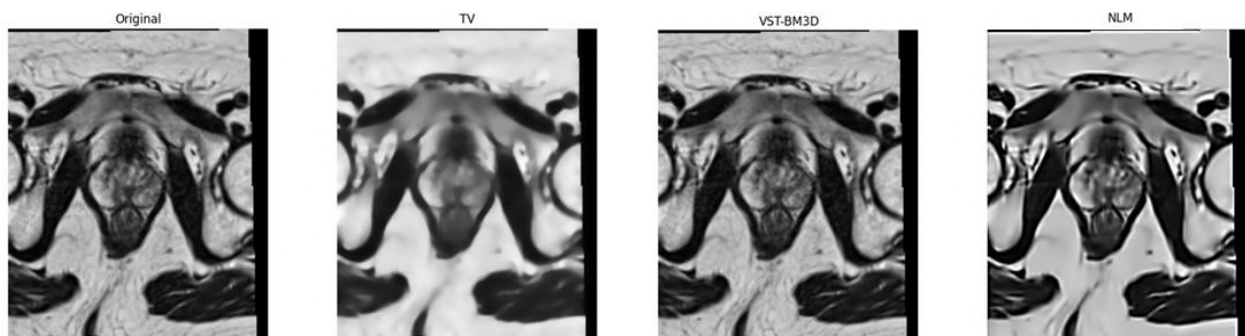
Visual comparison of MRI denoising methods: original image, TV, VST+BM3D, and NLM (from left to right).
